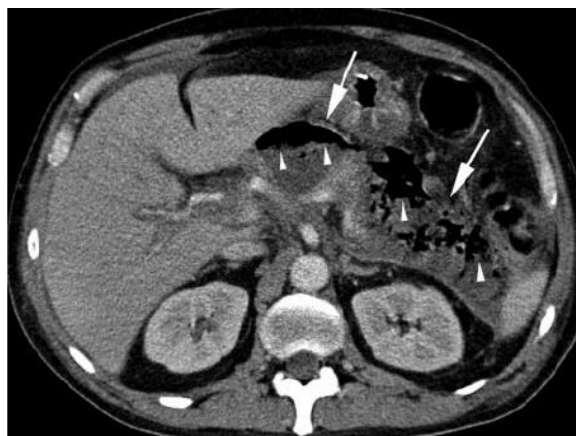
Pankreasna pseudocista prikazana CT pregledom
